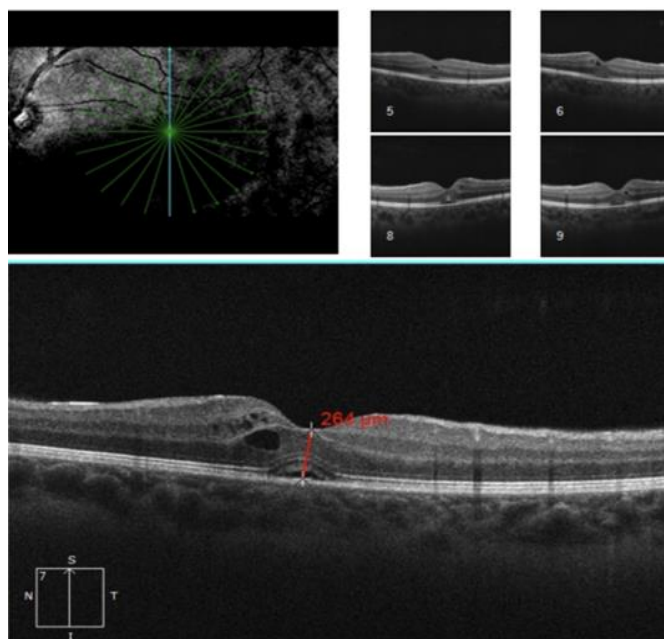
Оптическая компьютерная томография сетчатки левого глаза на пятый день лечения
